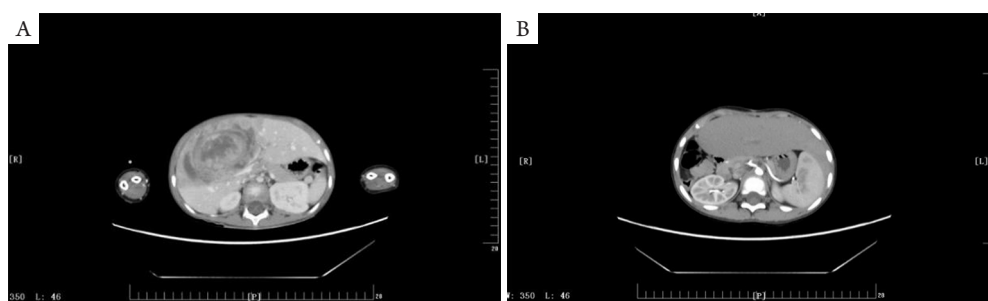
术前CT显示肝巨大占位, 病变实体部分明显强化, 内部见多发低强化和无强化区(A); 术后9个月复查CT显示肝残缘和残肝内未见异常强化灶(B)
